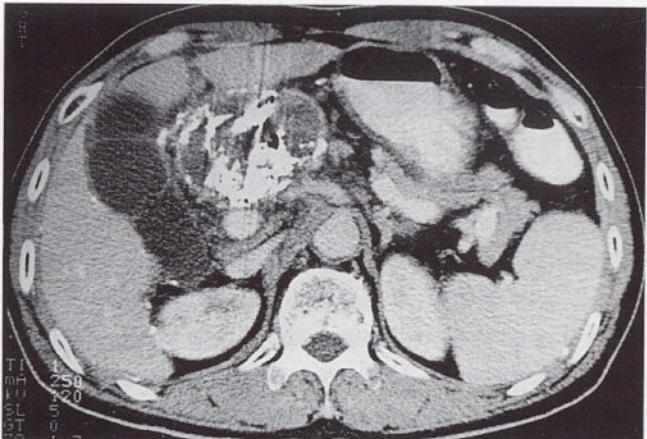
Follow up CT taken after 3 sessions shows total necrosis of the tumor with irregular deposition of lipiodol.
